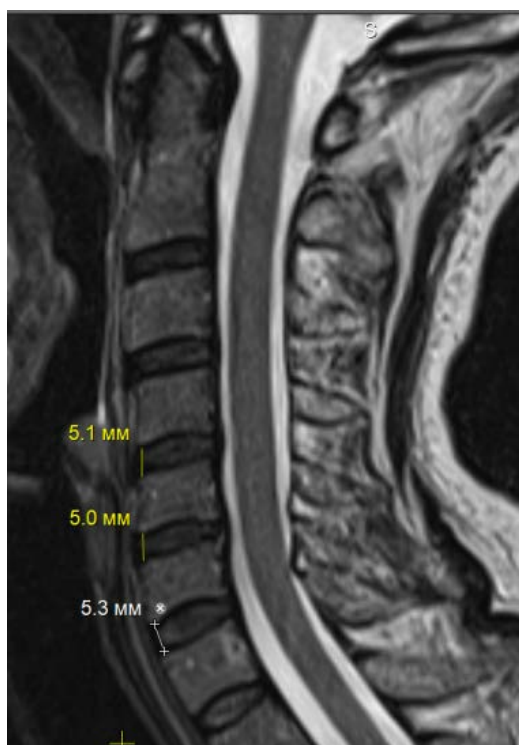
Сагиттальный срез МРТ-исследования шейного отдела позвоночника в режиме Т2 с определением высоты межпозвонковых дисков на уровне передних краев тел позвонков [3]
